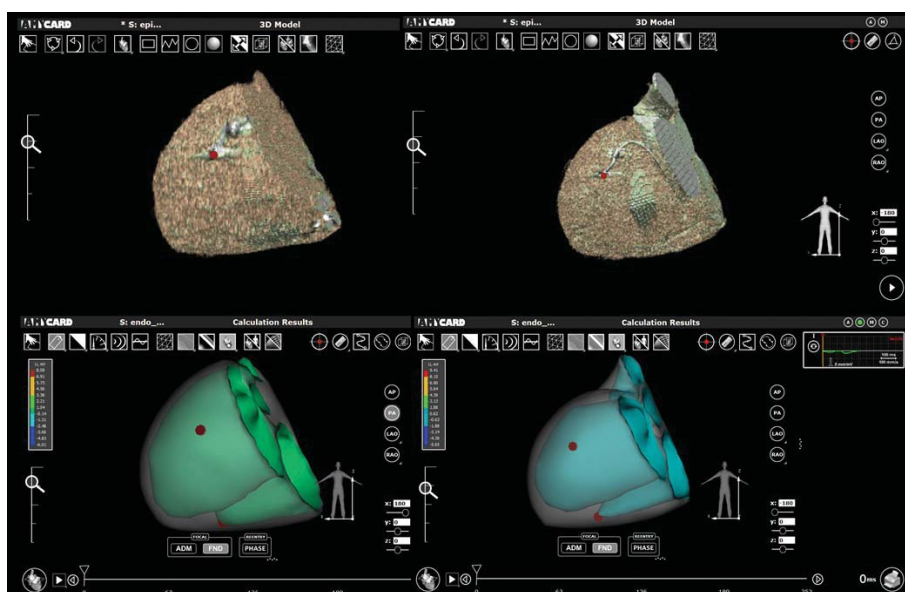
Сравнение бесконтрастных (левый ряд) и контрастных МСКТ моделей (правый ряд) сердца.
